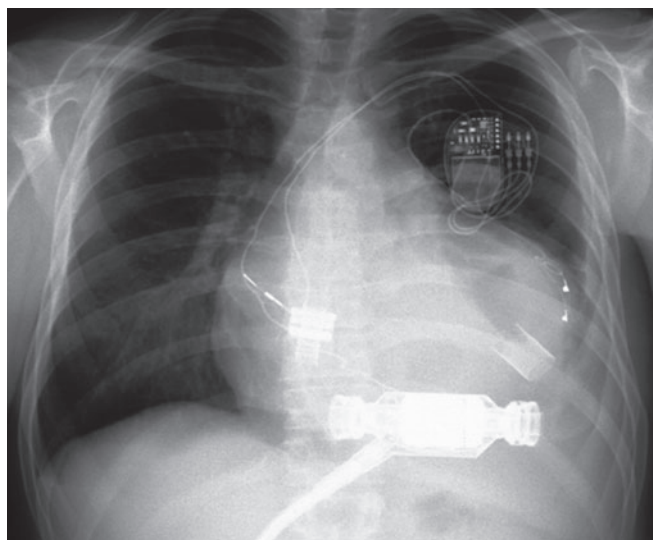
Рентгенограмма пациента с CRT-D-устройством после имплантации системы «INCOR»
